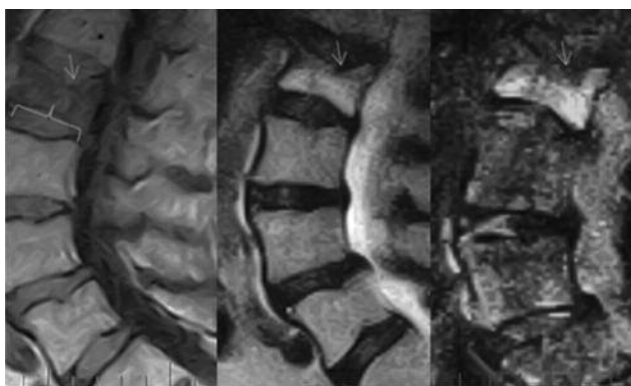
МРТ в сагітальній площині поясничного відділа позвоночника больной 70 лет с остеопоротическим переломом тела L₂ II степени. На T1-, T2 ВИ и изображении STIR определяется диффузный отек КМ за счет депрессионного перелома верхней замыкательной пластинки (стрелка), но при этом в нижних отделах тела на T1 ВИ определяются остатки желтого костного мозга (фигурная стрелка)
